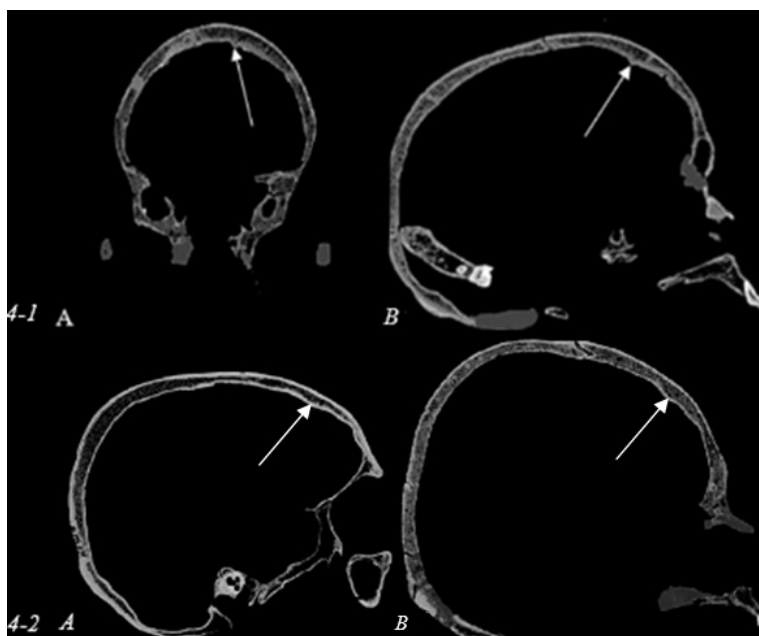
4-1. Компьютерная томография черепа из серии Неаполь-Скифский (№ 10788, женщина, Adultus).
